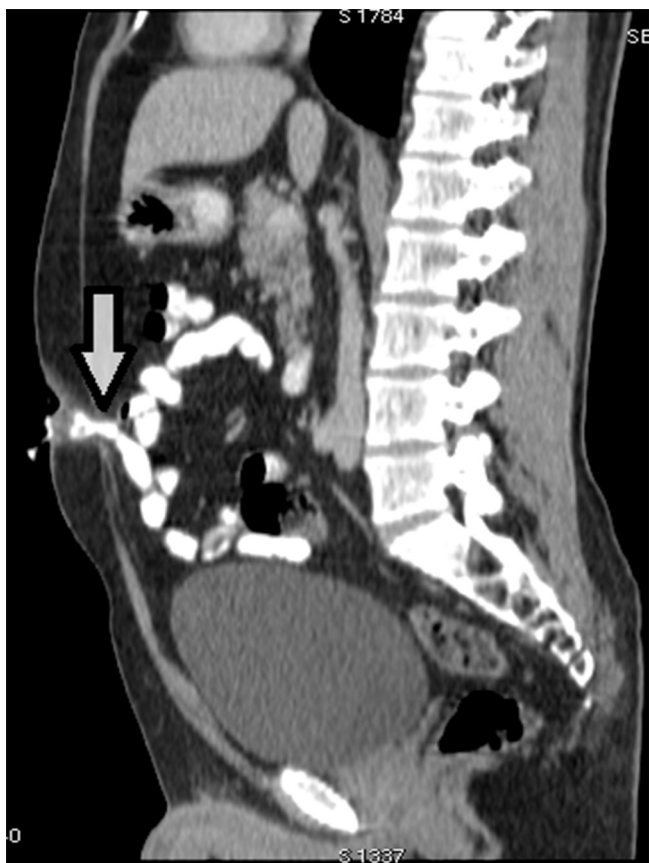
Tomografia contrastada mostra intestino fistulizado na hérnia umbilical e na camada externa da pele umbilical
